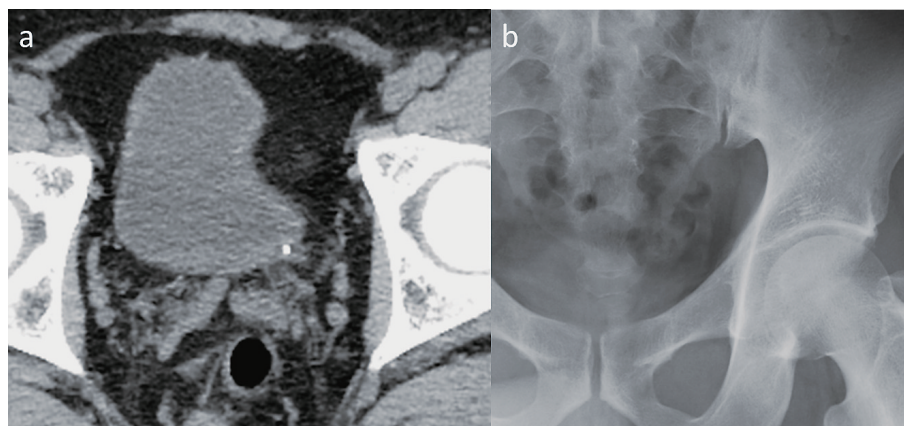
Abdominal plain CT shows a ureteral stone at the lower part of the ureter (3 × 3 mm)(a). KUB shows light density at the same location (b).
